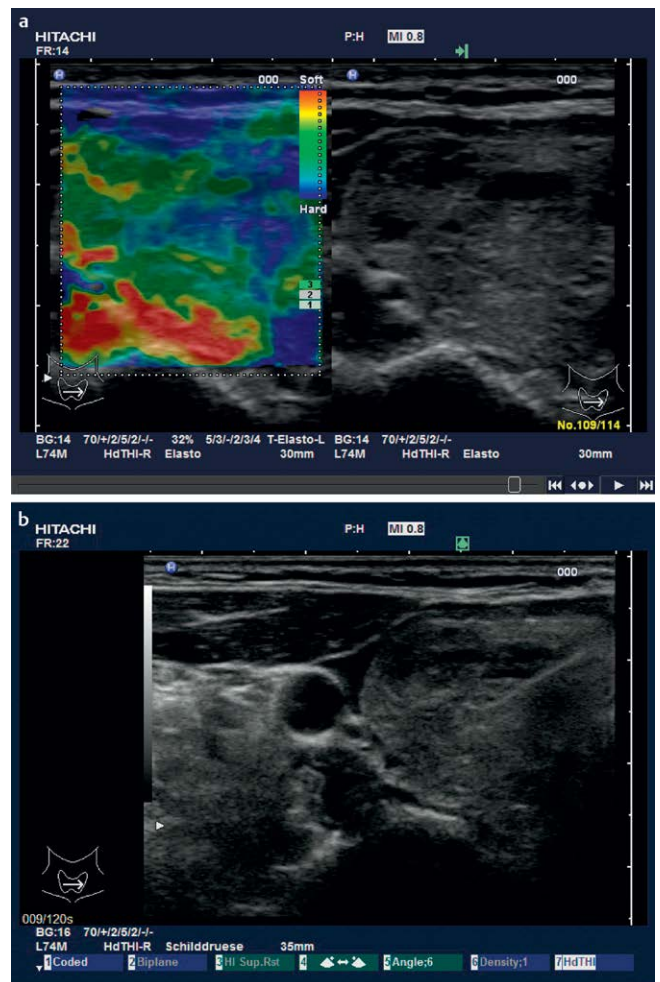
(oben) nodös umgebaute Struma, harte Areale im rechten Seitenlappen; (unten) gezielte Platzierung der Punktionsnadel unter sonografischer Sicht im als „hart“ identifizierten Areal.
